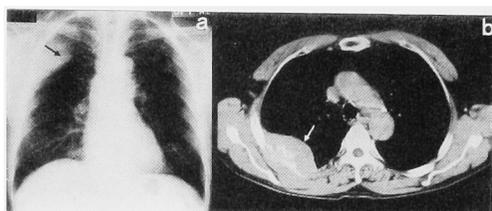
Chest plain X-ray shows an abnormal shadow in right upper field. (black arrow)
